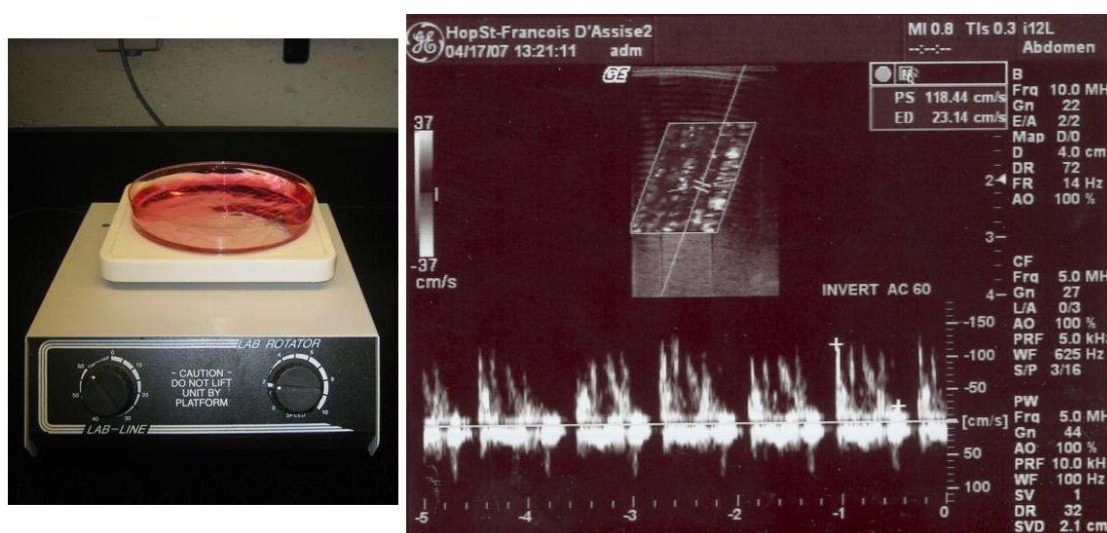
Rotation orbitale d'un pétri de culture et mesure de vitesse par échographie Doppler
